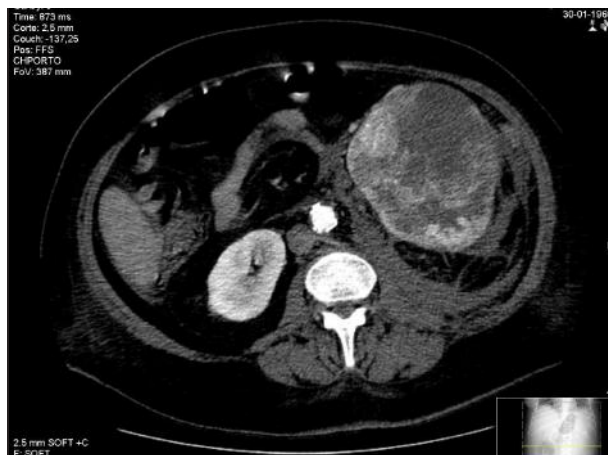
Angio-TC a evidenciar aumento da densidade na vertente inferior do espaço perirrenal esquerdo, provável local de hemorragia.
